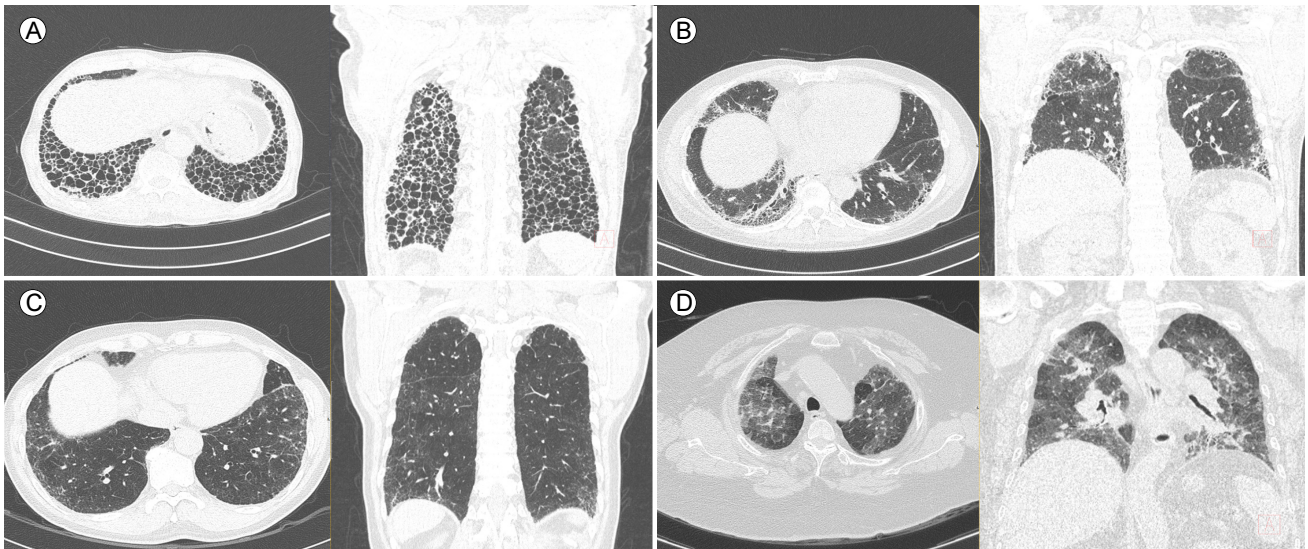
High-resolution computed tomography images demonstrating (A) UIP pattern, (B) probable UIP, (C) indeterminate for UIP, and (D) alternative diagnosis (multiple air-trapping) according to the 2018 ATS/ERS/JRS/ALAT guidelines. UIP, usual interstitial pneumonia; ATS, American Thoracic Society; ERS, European Respiratory Society; JRS, Japanese Respiratory Society; ALAT, Latin American Thoracic Society.
